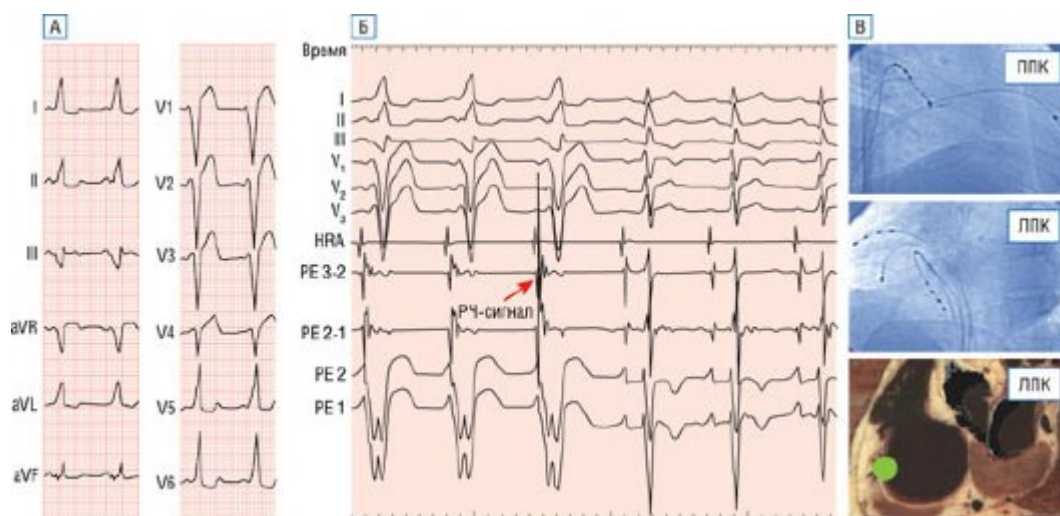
А - ЭКГ во время синусового ритма при синдроме WPW вследствие правого переднего ДПП. Б - временные отметки, отведения I, II, III, V_1 , V_2 , V_3 и интракардиальная запись из HRA и зондирующего электрода (РЕ). Предвозбуждение исчезает менее, чем через 1 с после начала радиочастотного воздействия (стрелка). Зубцы Т в отведении III после исчезновения предвозбуждения отрицательные (электрическая память сердца). В - рентгенографические изображения в правой (ППК) и левой (ЛПК) боковой позиции, показывающие расположение абляционного катетера в области блокады ДПП. Нижняя вставка представляет собой анатомический срез сердца в левой боковой позиции, показывающий трикуспидальное кольцо и примерное расположение ДПП в месте абляции (зеленый кружок).
